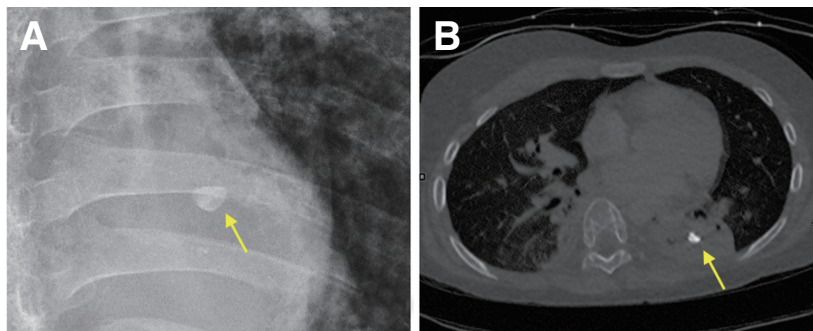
Aspirated tooth was found on the left lower lobe of lung. (A) Chest X-ray, (B) Chest CT.
